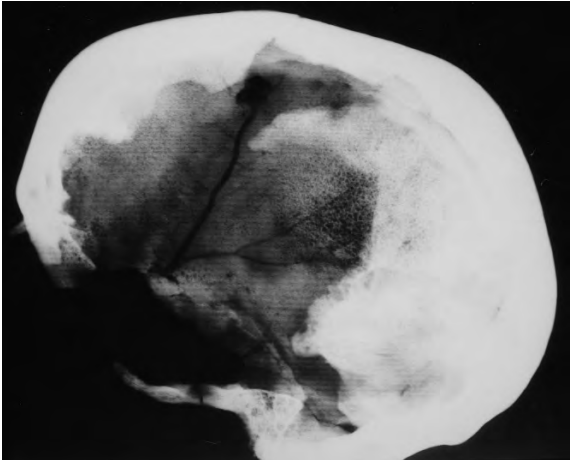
Radiografia del crani de la Bòbila Madurell.
